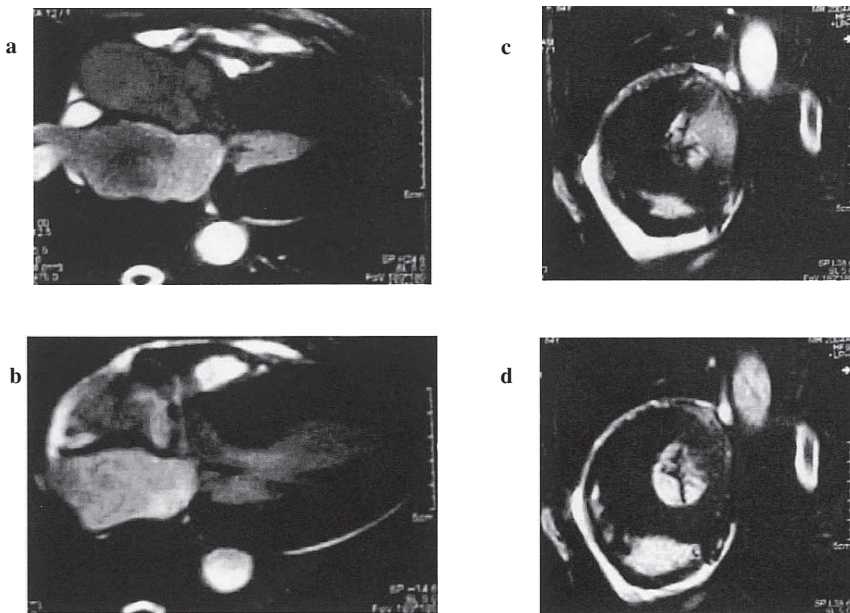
Cardiac MRI image; long axis image of end-systolic phase (a) and end-diastolic phase (b), short axis image of end-systolic phase (c) and end-diastolic phase (d).
